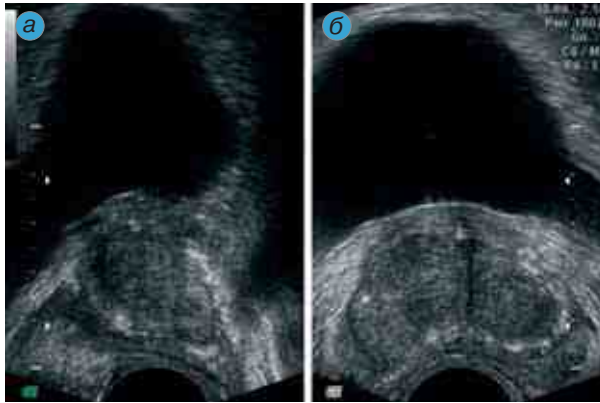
Сканограмма ДГПЖ. ТРУЗИ. Срезы предстательной железы (по периферии узлов цепочка мелких кальцификатов): а — продольный; б — поперечный
